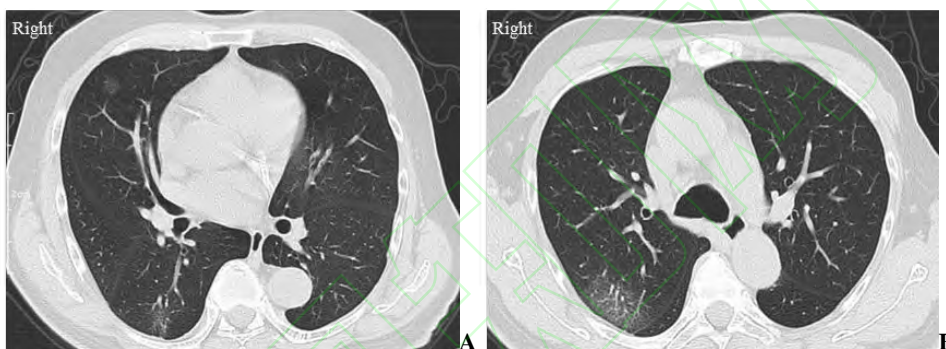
1 例 COVID-19 患者的早期 CT 表现
